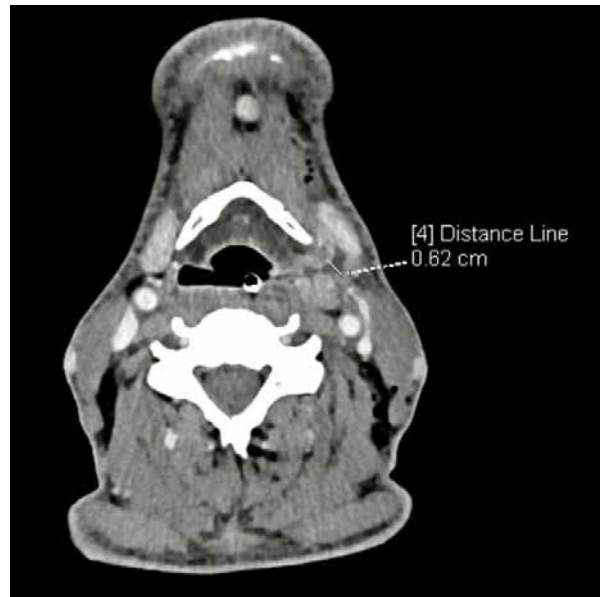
Tomografia komputerowa szyi po zabiegu, projekcja poprzeczna. Zaznaczona perforacja zachyłka gruszkowatego lewego, widoczna odma tkanek szyi
